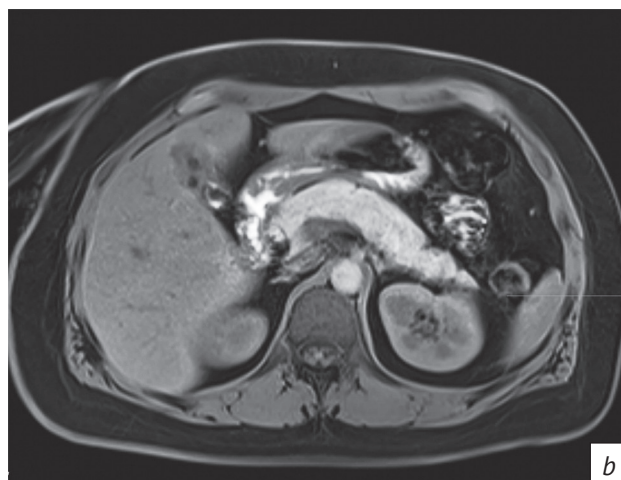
Пациентка З. МРТ брюшной полости, T1 FS:
